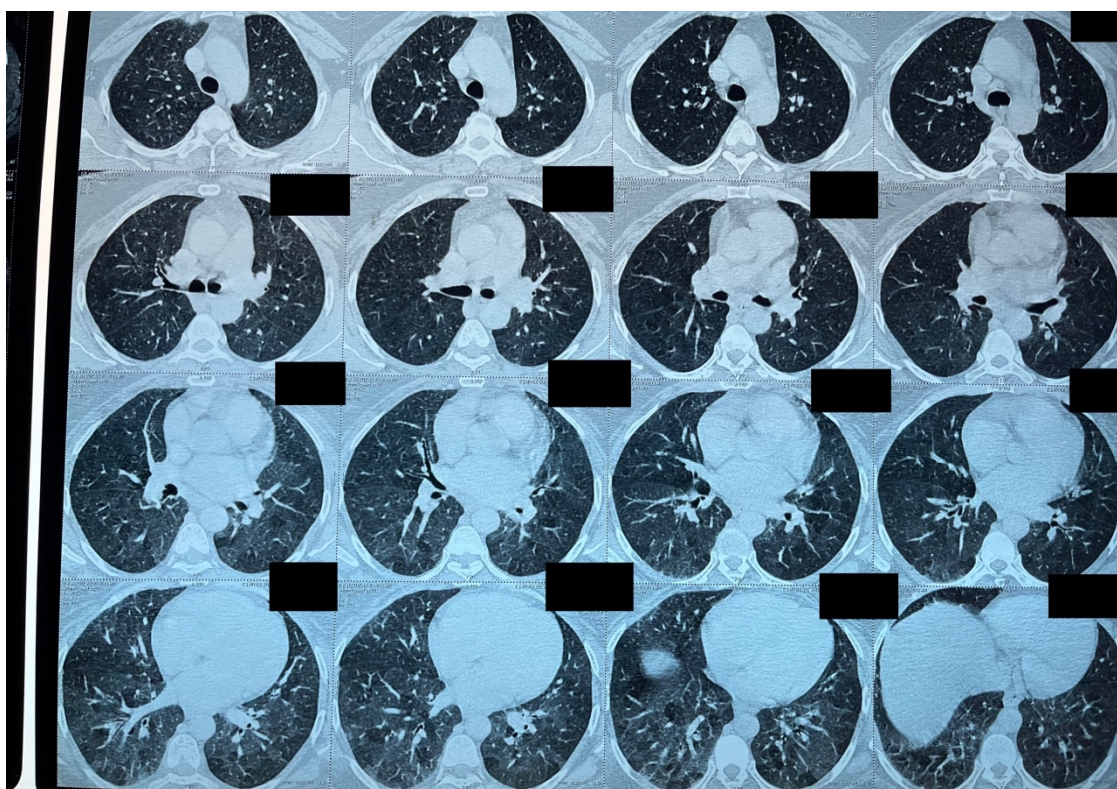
TDM du mois 2/2020
